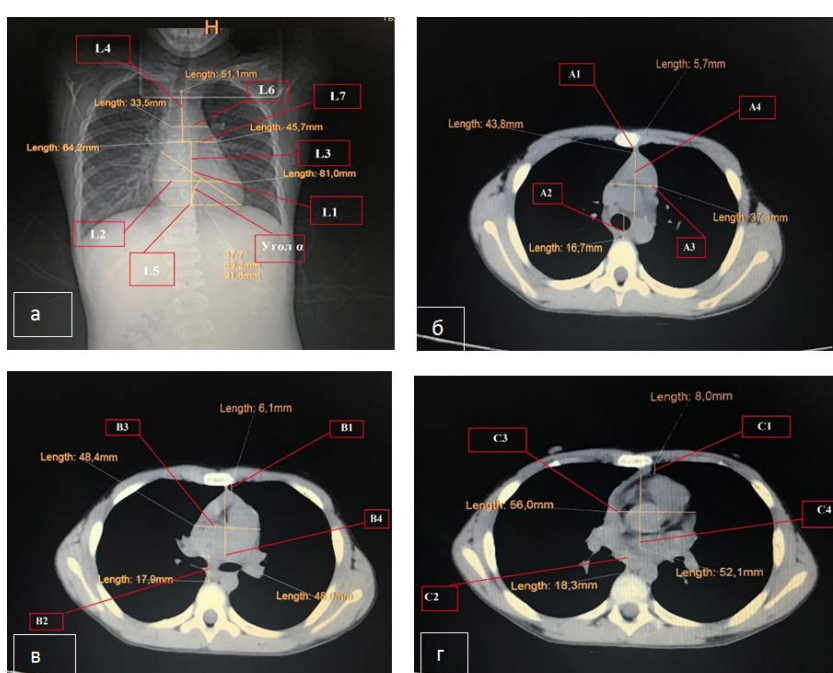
СКТ-исследование органов грудной клетки ребенка Г., 9 лет, на уровне верхней границы сердца, на уровне фронтального среза – а. бифуркации трахеи и нижнего угла лопатки – б, в, г
